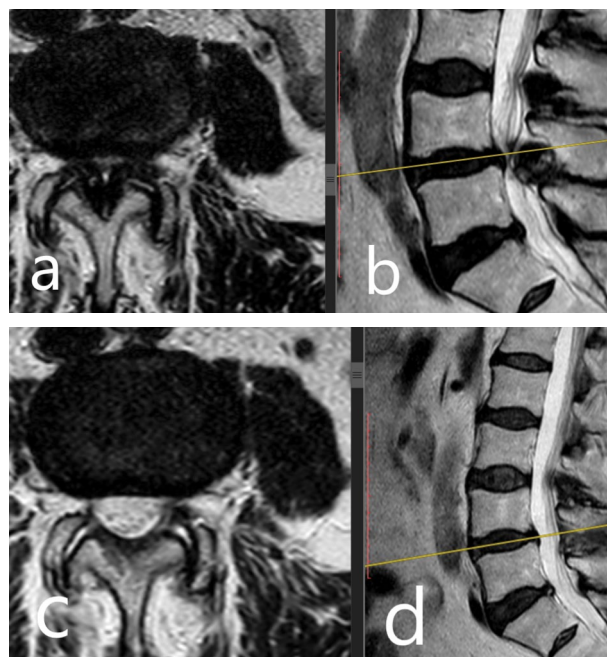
МРТ до (а, б) и после (с, д) операции. Выполнена достаточная декомпрессия центрального канала, дуральный мешок и корешки лежат свободно, признаков рубцово-спаечных изменений нет. Антелистез L4 позвонка без нарастания.
